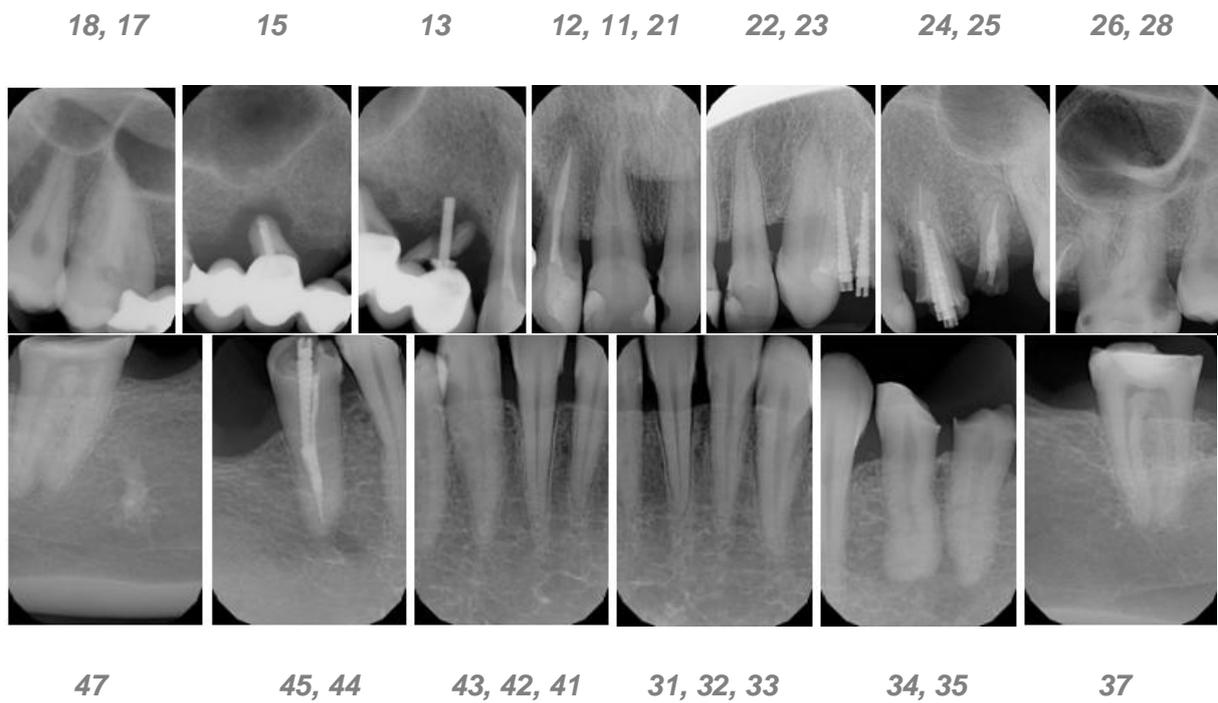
Serie radiográfica periapical.
